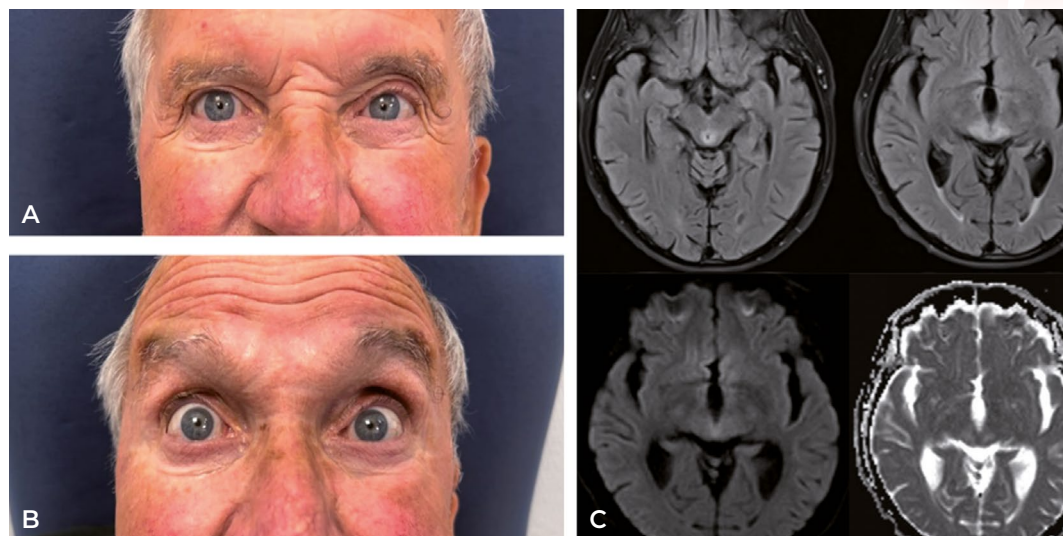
A) Exploración neurológica: retracción del párpado superior, predominantemente en el lado derecho (signo de Collier). B) Exploración neurológica: limitación bilateral de la supraversión. C) RM en secuencias T2 FLAIR y mapa DWI. Señal hiperintensa en T2 FLAIR y DWI, con ligero aumento de la señal en b1000, lo que sugiere afectación isquémica subaguda en la porción paramediana de ambos tálamos, mesencéfalo y región periacueductal.
